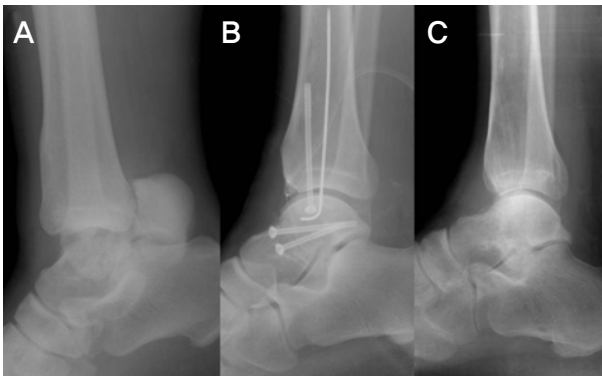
(A) Preoperative lateral radiograph showing talar neck fracture and talar body dislocation. (B) Initial postoperative lateral radiograph, showing reduction and stabilization of talus with cannulated screws. (C) 32 months follow-up lateral radiograph image showing union without any complications.
